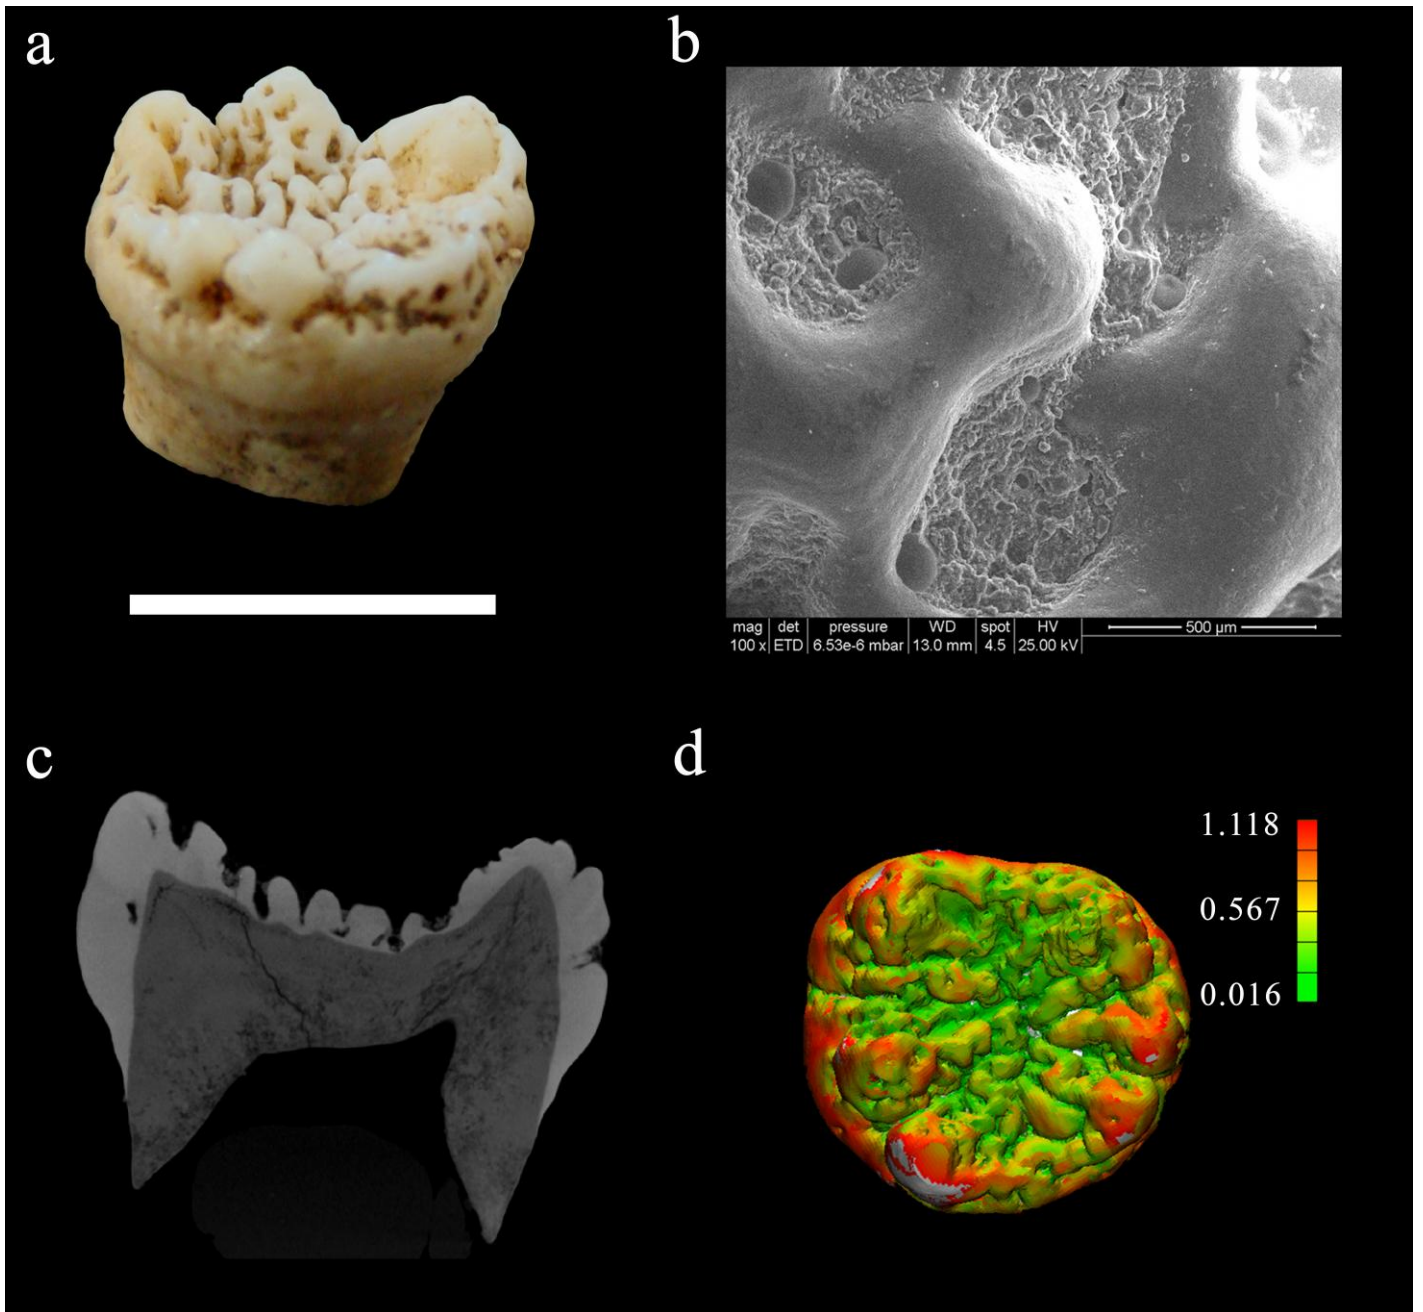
M1 inferior izquierdo del individuo 1-250-7573. a) fotografía de la vista bucal. b) imagen de ESEM de uno de los surcos. c) corte sagital del Micro-CT donde se aprecian los surcos. d) mapa de grosor de esmalte. Escala 1cm.
